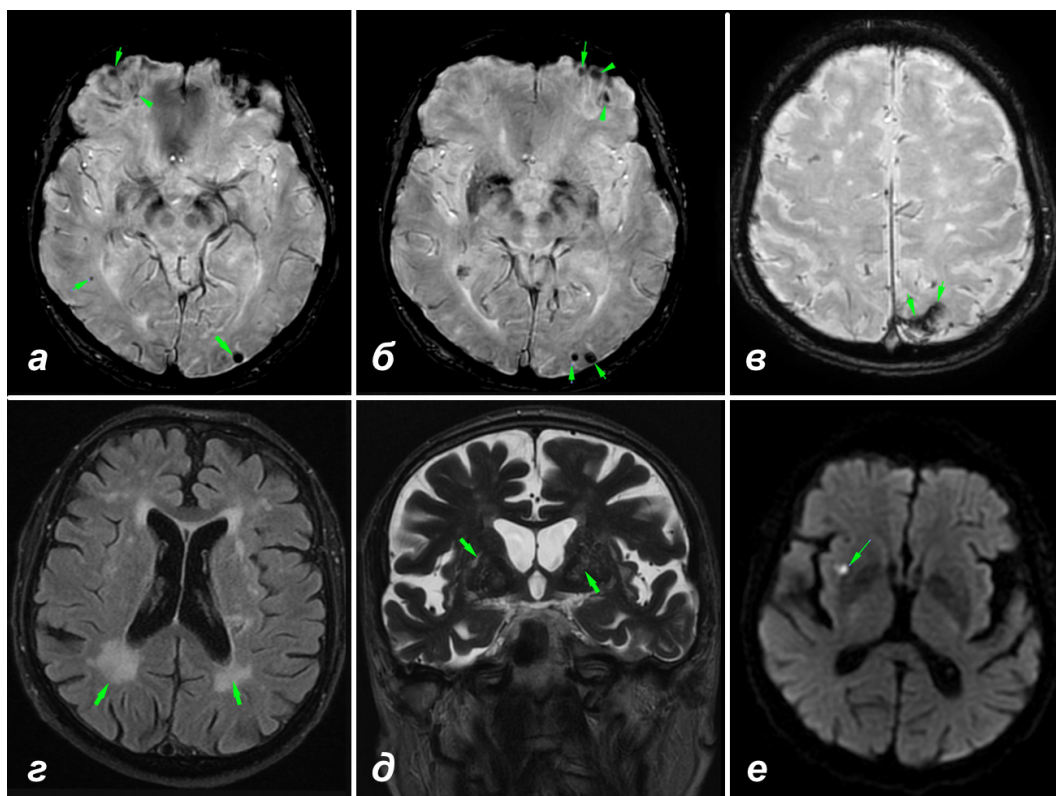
Результаты нейровизуализации пациента Г.: а, б – множественные подкорковые долевые микрокровоизлияния (всего 8) (SWI); в – корковый поверхностный сидероз (SWI); г – преимущественно задний лейкоареоз (Fazekas 3) (FLAIR); д – МРТ-видимые периваскулярные пространства в области базальных ядер и полуовального центра (MacLulich 3); е – микроинфаркт в правой теменной доле (DWI)
